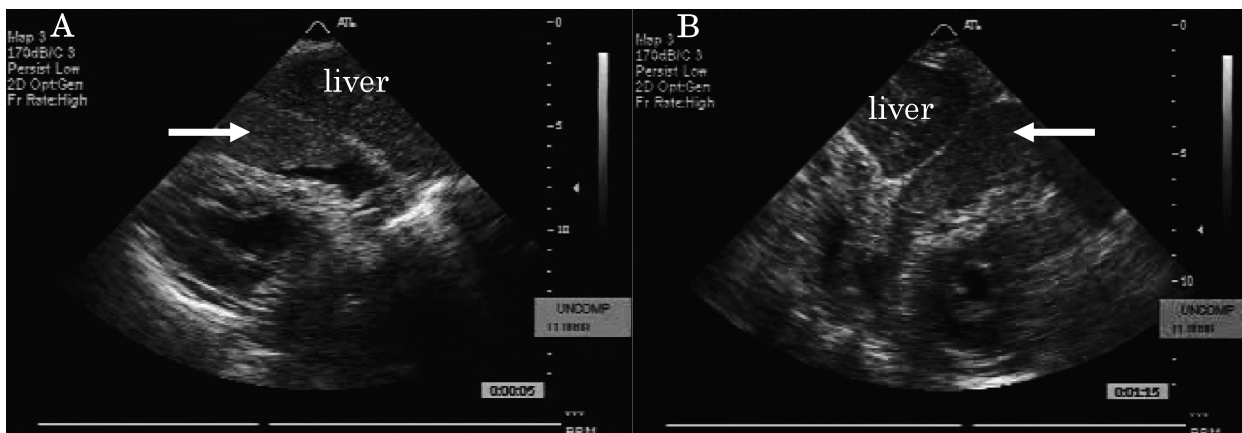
Transthoracic two-dimensional echocardiograms on admission from the epigastric window showing massive echogenic pericardial effusion (arrows)
